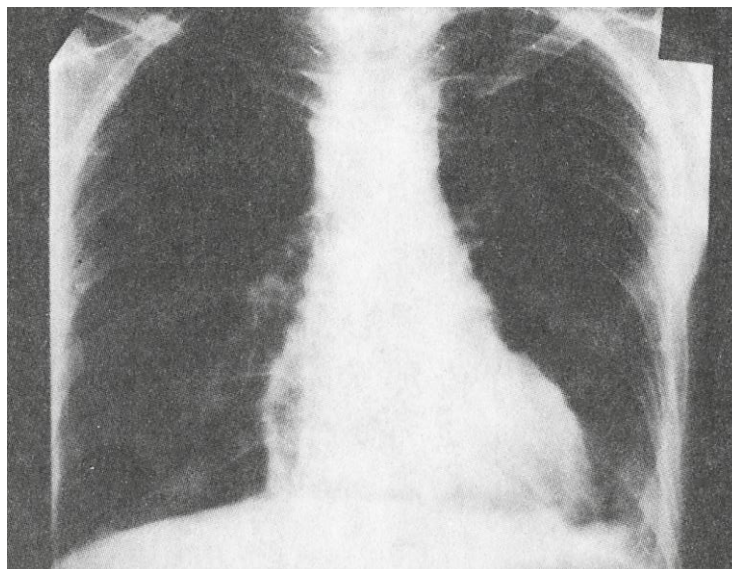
Рентгенограмма грудной клетки больного Ю., 34 года, после проведения местной фибринолитической терапии. Сращения в полости перикарда неопределяются.
